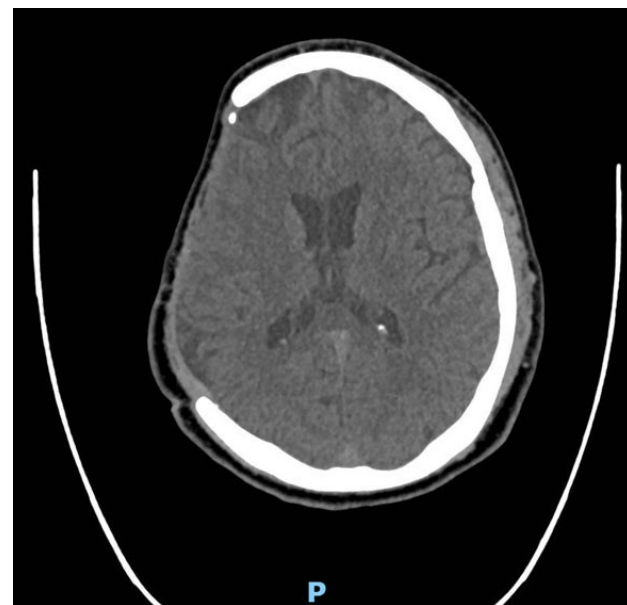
Tomografía computada de cráneo, simple, corte axial, ventana ósea preoperatoria donde se demuestra defecto de continuidad ósea frontal, parietal, escama temporal y ala mayor del esfenoides lado derecho.
